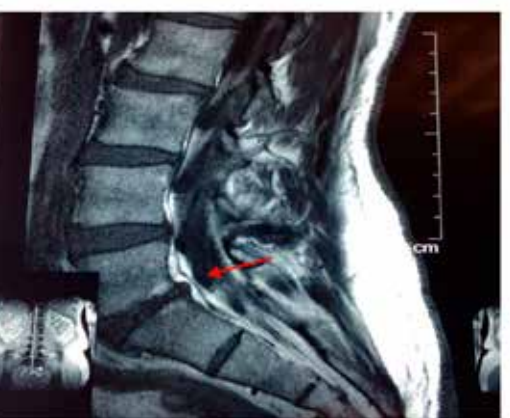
MRI post tratamiento caso 4
